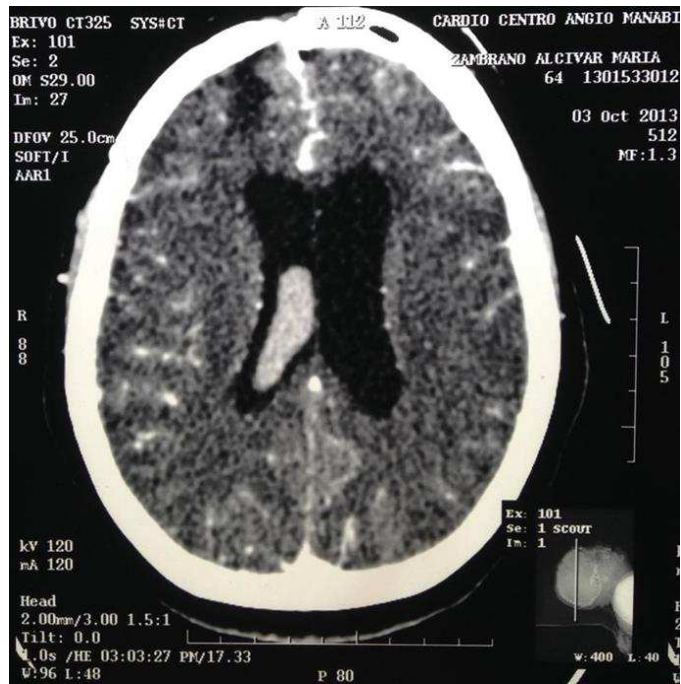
Tomografía computarizada de cerebro con contraste endovenoso corte axial.
